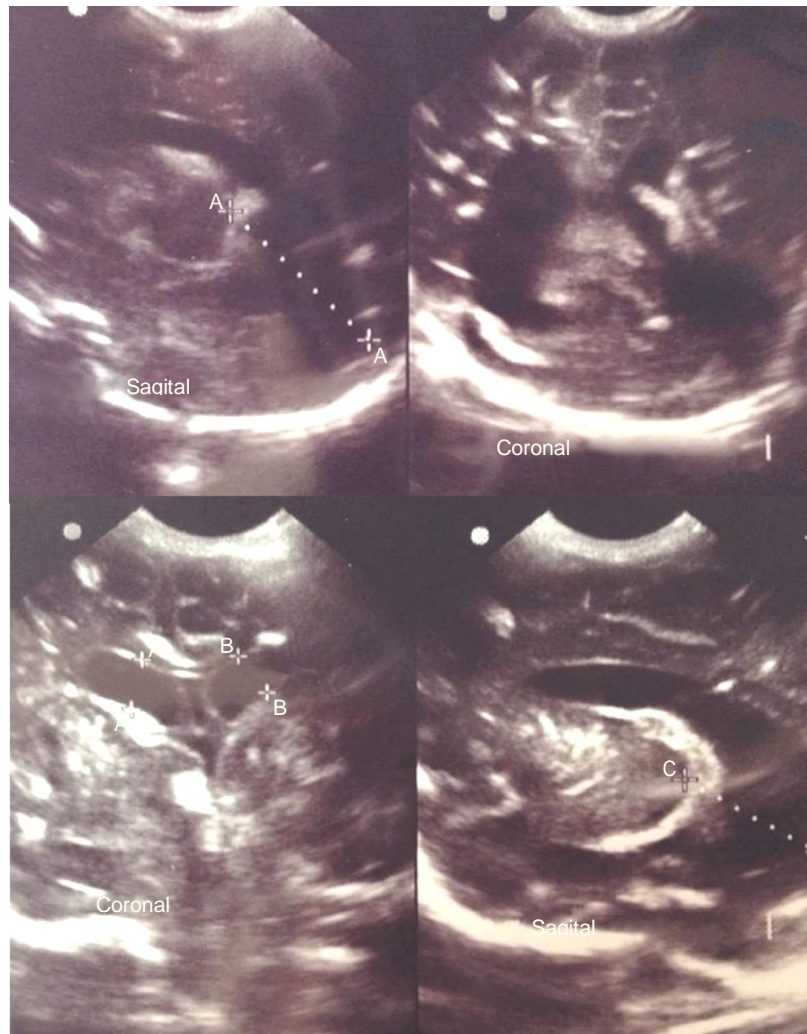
Imagen sonografica de calcificaciones cerebrales en regio periventricular izquierda.
